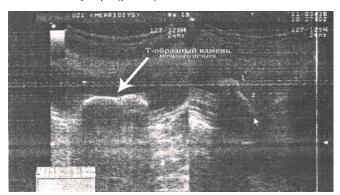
Больная Б., 36 лет. УЗИ мочевого пузыря: Тобразный конкремент (указано стрелкой).
